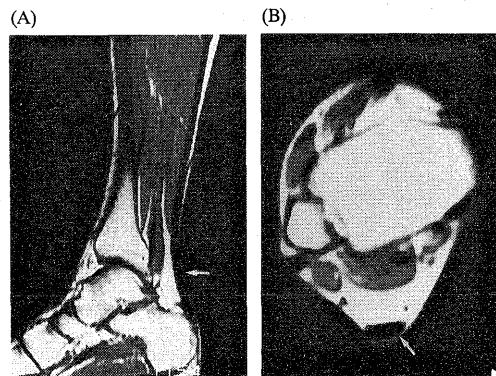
Sagittal (A) and axial (B) plane images of right leg using magnetic resonance imaging.
